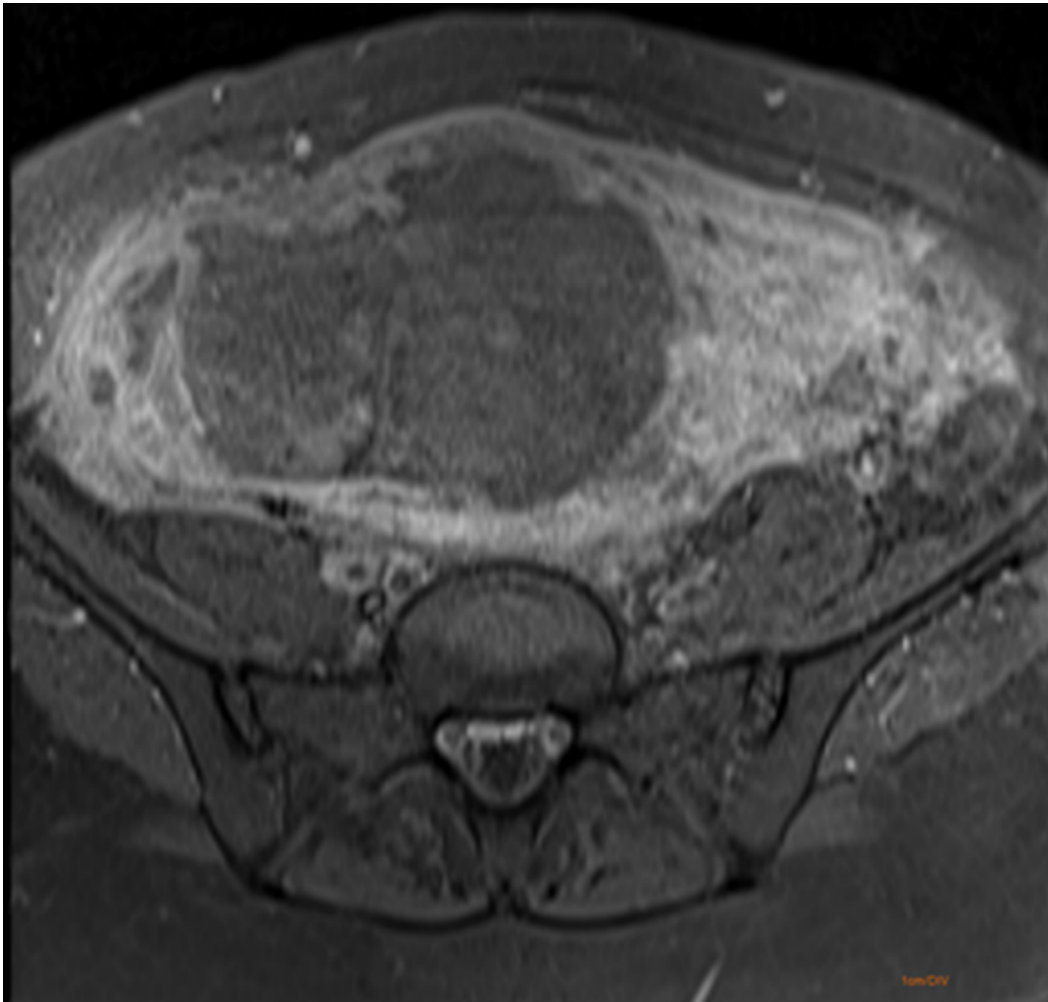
Ressonância magnética em plano axial, SE ponderada em T1 com saturação de gordura, pós-contraste. Destaca-se o componente cístico da lesão miometrial, com sinal intermediário em T1 e realce periférico.
